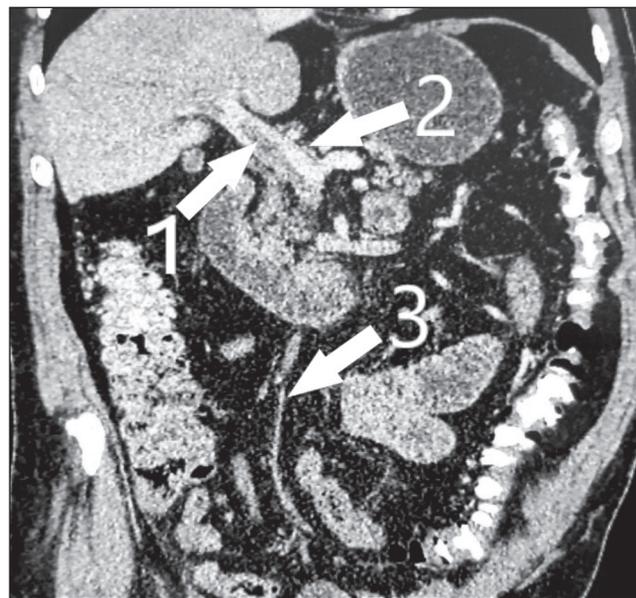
Скан КТ ОБП с ангиоусилением в динамике после ТЛТ: 1 — тромб в воротной вене печени; 2 — сохраненный кровоток в воротной вене печени; 3 — восстановленный кровоток в верхней брыжеечной вене. В воротной вене дефект наполнения сохраняется, в области бифуркации толщина тромба уменьшилась, суживает просвет сосуда до 1/2 (ранее не контрастировалась). Верхняя брыжеечная вена — сохраняется дефект наполнения, суживает просвет сосуда до 3/4 (частично восстановилась проходимость), мелкие ветви верхней брыжеечной вены не контрастируются. Скопления жидкости в левом параколическом канале, у верхнего полюса селезенки и в полости малого таза не определяются. Динамика положительная
